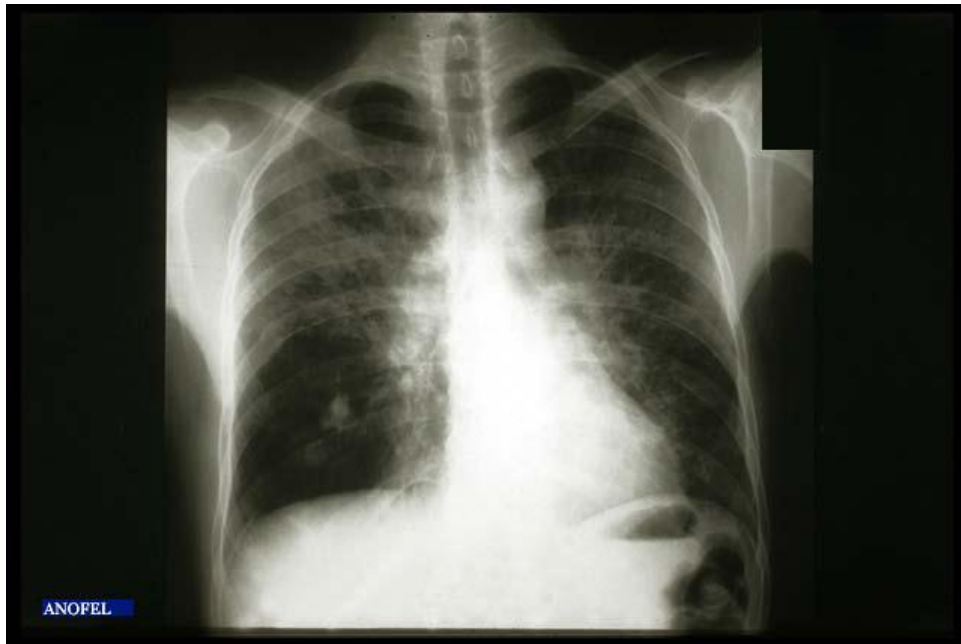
radiographie simple de face montrant la présence de foyers d'alvéolite, bronchectasies, épaississement des sommets, épanchement pleural avec un aspect festonné de la plèvre [CD-Rom ANOFEL, Association des enseignants de parasitologie en langue française].
